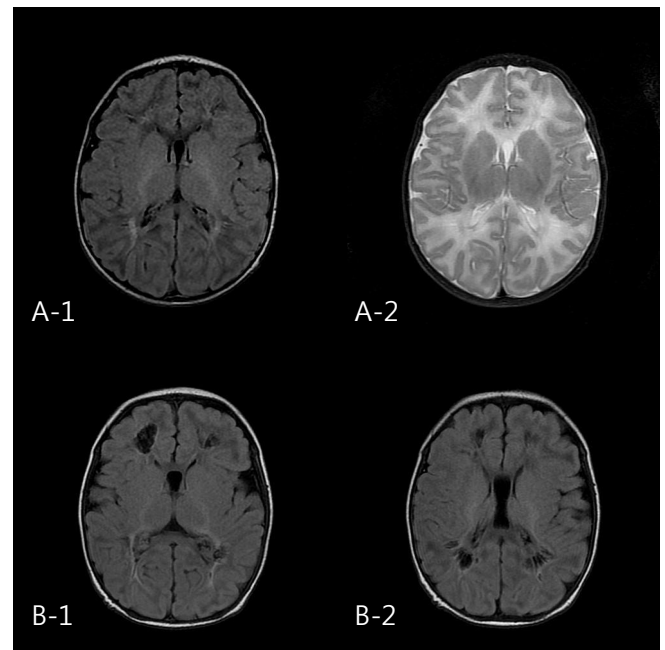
Follow-up magnetic resonance image (MRI) after 2 weeks from seizure onset of patients A shows porencephaly and cerebromalacia in both frontal and parietal white matter, periventricular leukomalacia around occipital horn (A-1, A-2; patient 8). Likewise, porencephaly in frontal and parietal white matter is demonstrated in follow-up MRI of patient B (B-1, B-2; patient 9).
